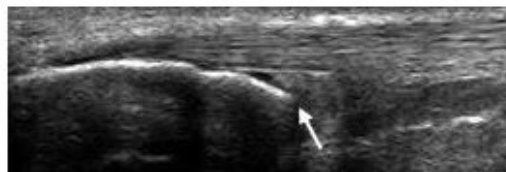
Repère osseux (aspect proximal du calcanéum), identifié par une flèche, sur une image ultrasonographique en vue longitudinale de l'enthèse du TA.
